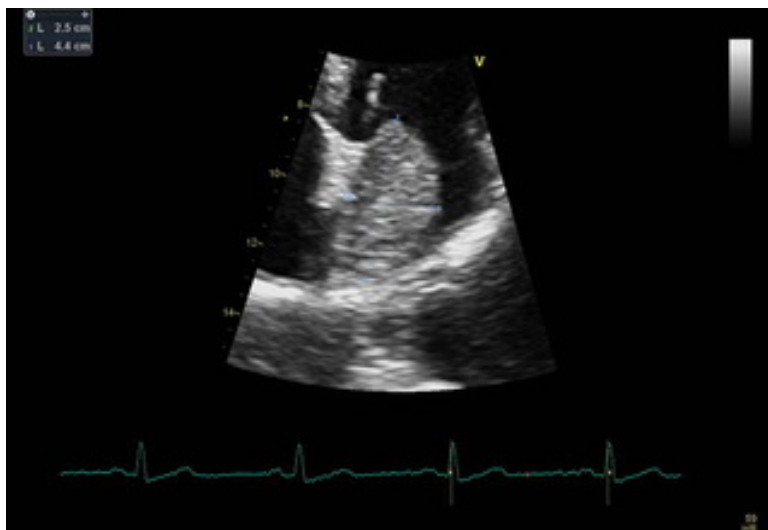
Ecocardiograma transtorácico que muestra: Raíz aórtica no dilatada. Aurícula izquierda no dilatada (diámetro 33mm) con imagen ocupativa en su interior de 44mm en sentido longitudinal y 25mm en sentido transverso con un pedículo que se ancla en la parte superior del septo interauricular
